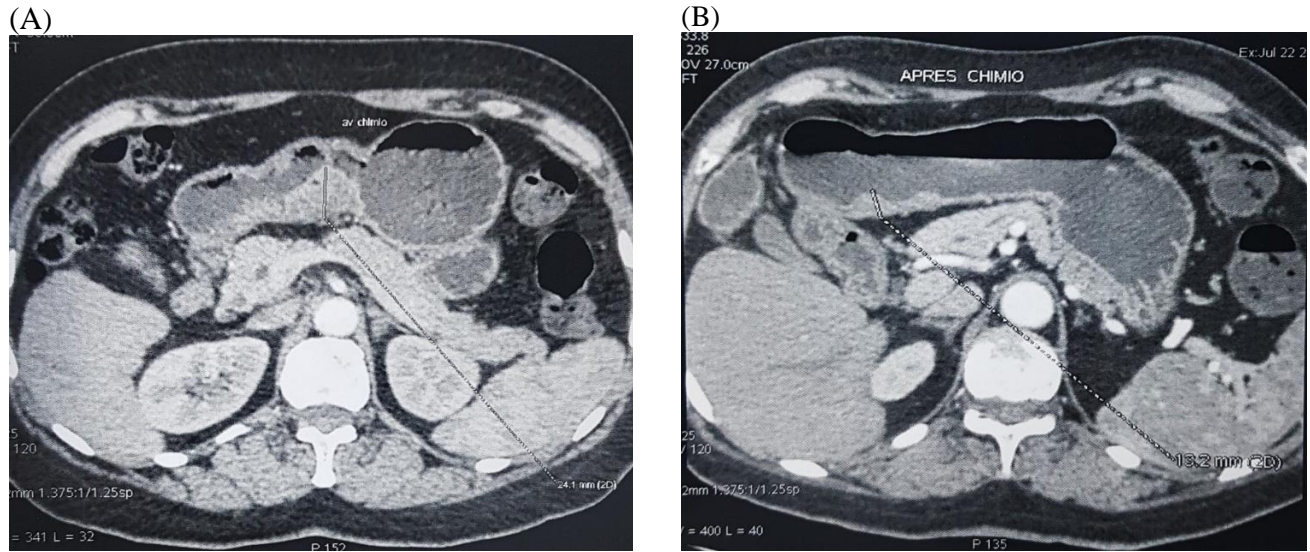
A : TDM abdominale objectivant un épaissement pariétal gastrique antrale mesurant 38x24 mm avant chimiothérapie B : TDM abdominale objectivant un épaissement pariétal gastrique antrale mesurant 26 x13.2 mm après chimiothérapie.
